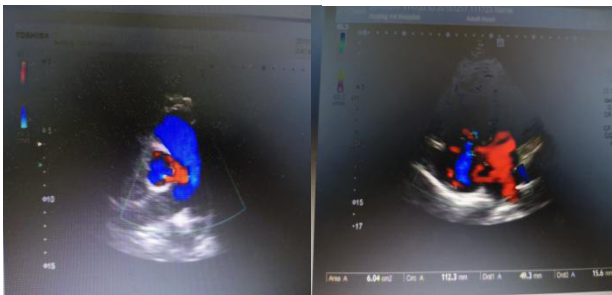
急诊床旁心脏超声提示右心增大伴肺动脉高压、三尖瓣大量返流。
